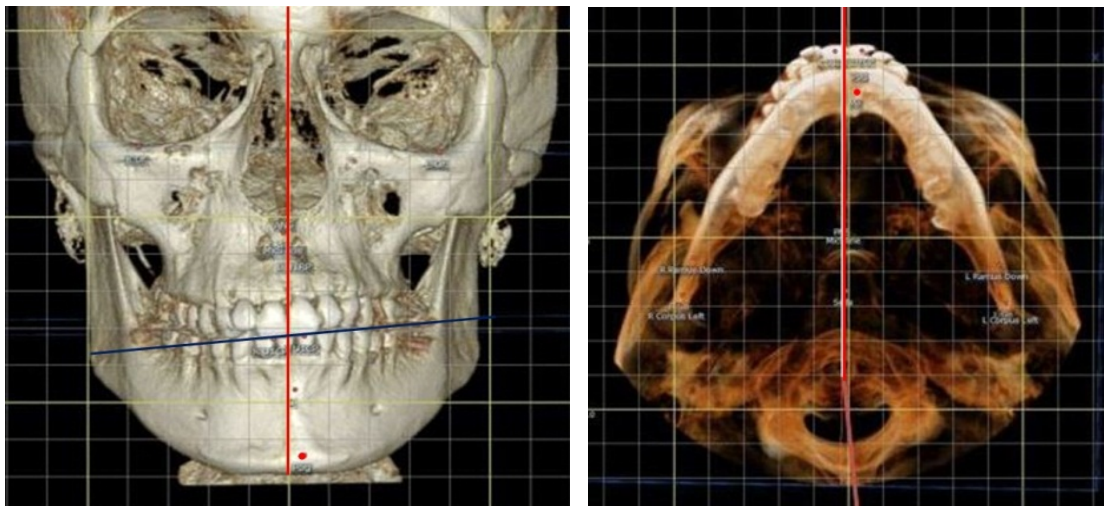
Асимметричное расположение окклюзионной плоскости и подбородочной точка (а), и передних зубов (б) на рентгенограммах
